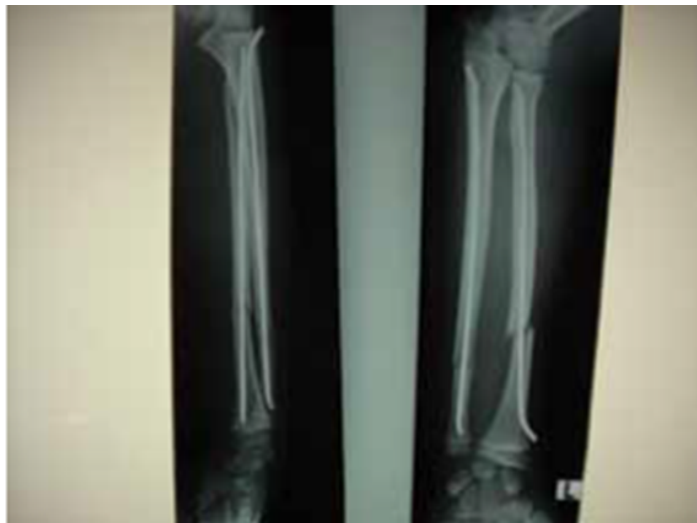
RTG prikaz stabilne osteosinteze
